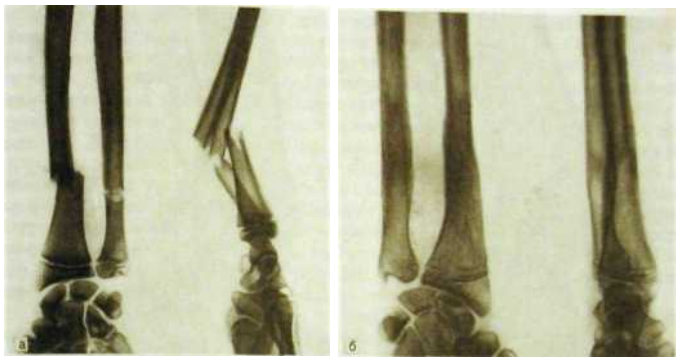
227. Рентгенограммы предплечья.
